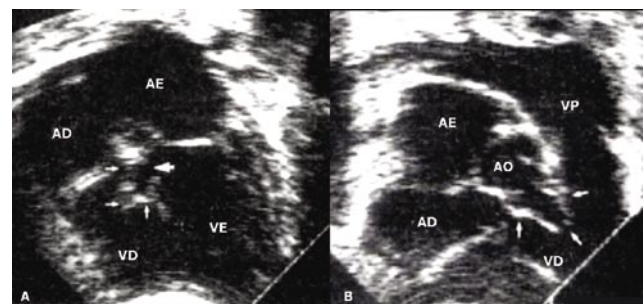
(A) Ecocardiograma subcostal 4-câmaras mostrando envolvimento do folheto septal da valva tricúspide (setas menores) nas bordas do defeito septal (seta maior). (B) Ecocardiograma subcostal da via de saída do ventrículo direito mostrando abaulamento do folheto septal tricúspide (setas) levando a obstrução infundibular. AD: átrio direito; AE: átrio esquerdo; AO: aorta; VD: ventrículo direito; VE: ventrículo esquerdo; VP: valva pulmonar.
